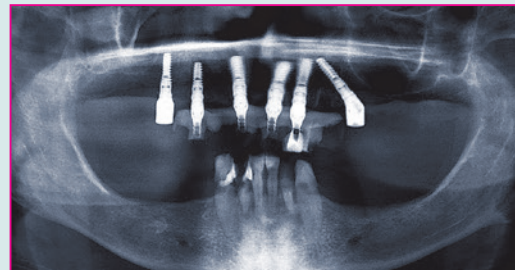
Röntgenkontrollbild nach der Insertion und dem Aufbringen der Prothetik-Kappen sowie Gingivaformer.
